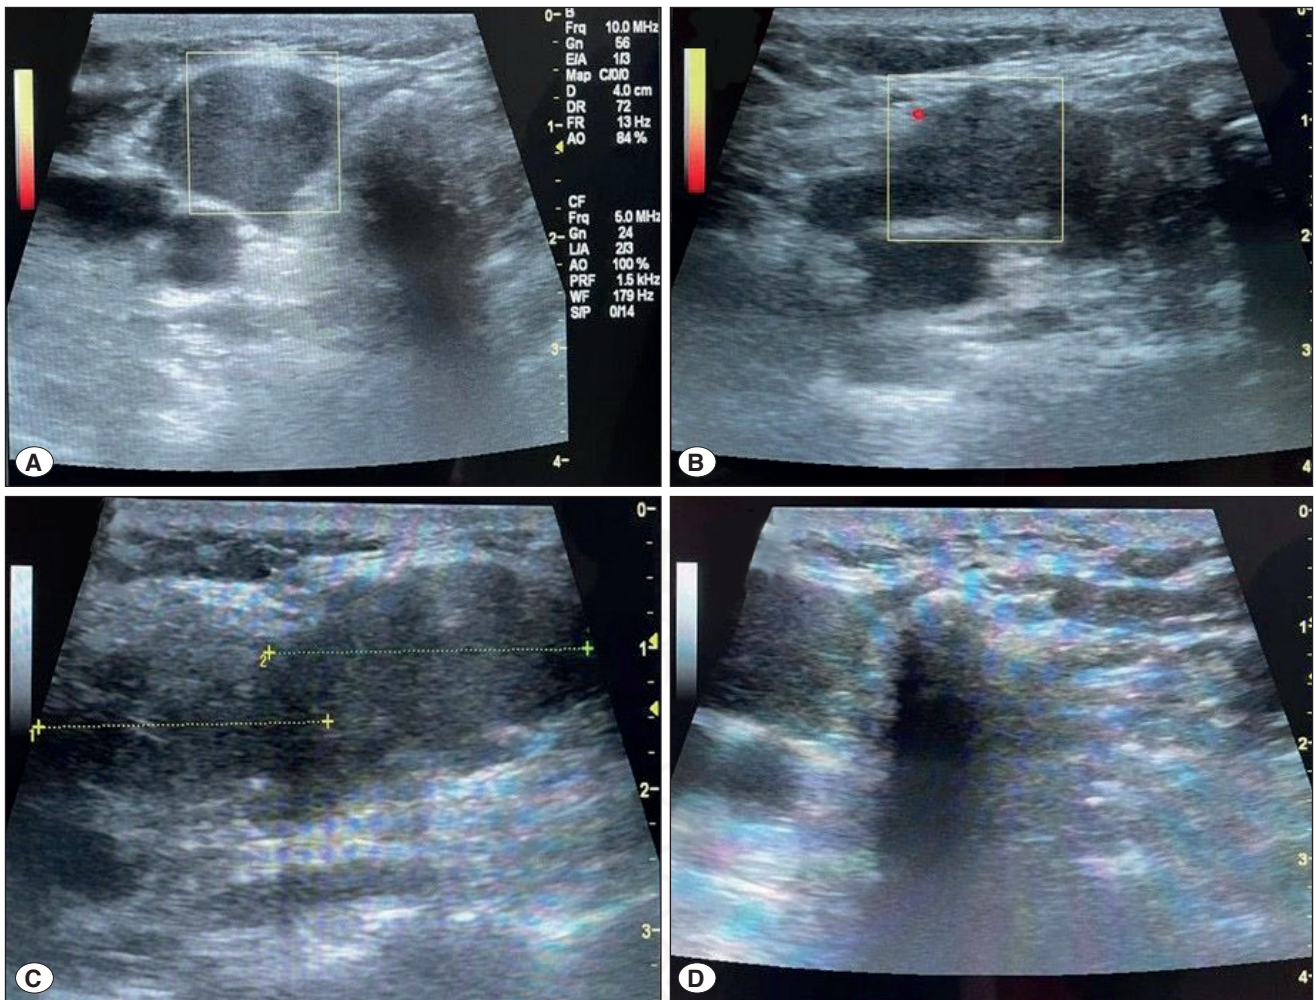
Panels (A-D) A) 22x14mm hypoechoic avascular lesion in right lobe similar to prior sonography images. B) 28x12mm hypoechoic avascular lesion in the right lobe. C) Longitudinal imaging of the lesions in the right lobe. D) No residue was detected in left lobe.
